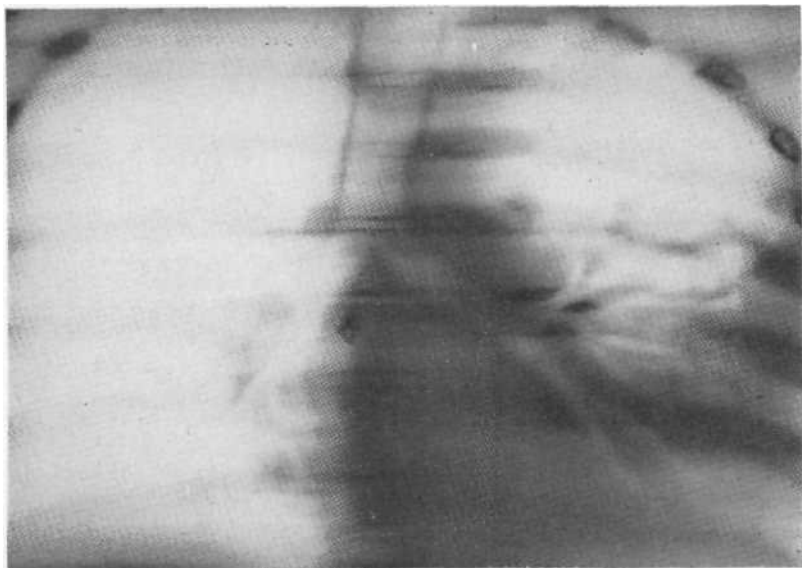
Томограмма в прямой проекции с поперечными направлениями размазывания; неоднородное затемнение большей части левого легкого, видны полости распада, соединяющиеся с просветами бронхов.
